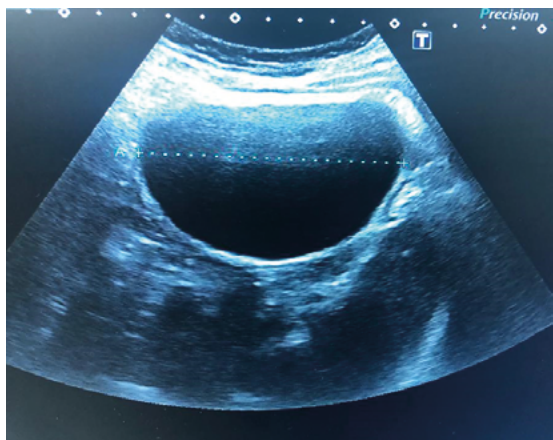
Ecografía de abdomen con imagen quística de paredes finas y contenido anecoico.
